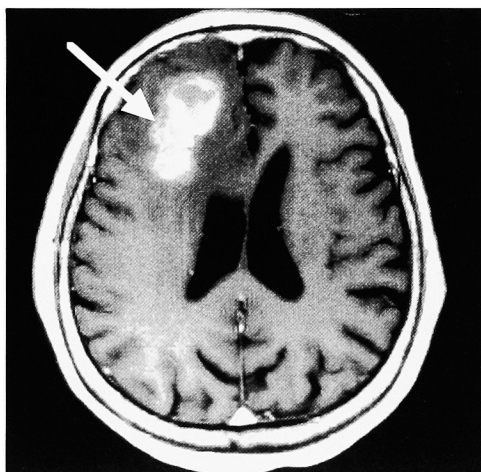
MRI showing the solid mass in the right frontal lobe in the cerebrum (4 \times 3 \times 4 cm in size, arrow).
